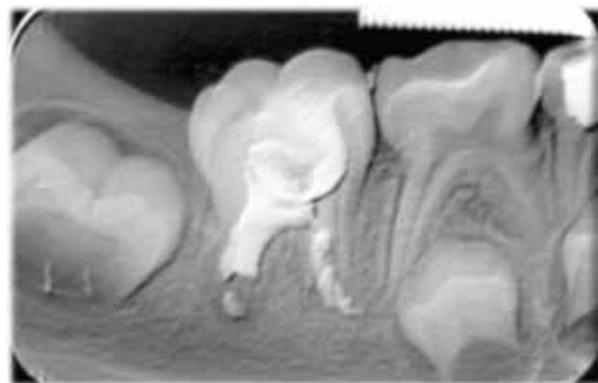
Radiografía periapical donde se muestra en la primera cita la colocación de hidróxido de calcio e yodoformo (Vitapex) intraconducto.
